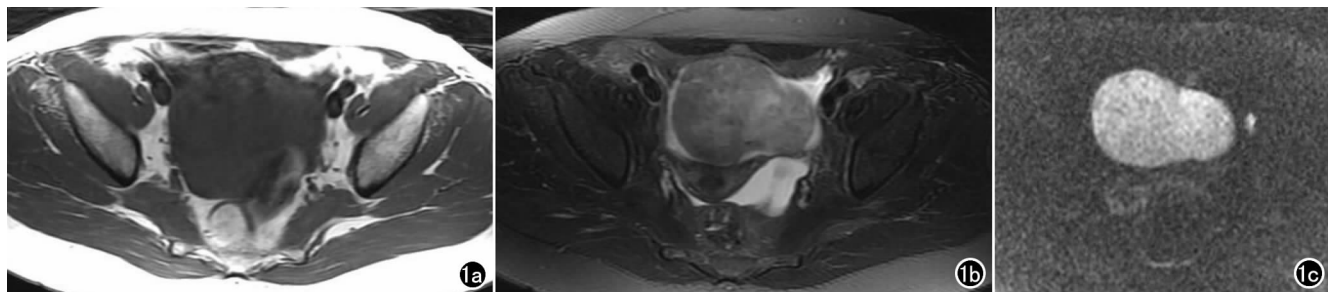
卵泡膜瘤横断面图。a) T₁WI 示肿瘤呈等信号; b) T₂WI 肿瘤呈高信号; c) DWI 示肿瘤呈均匀性高信号。
